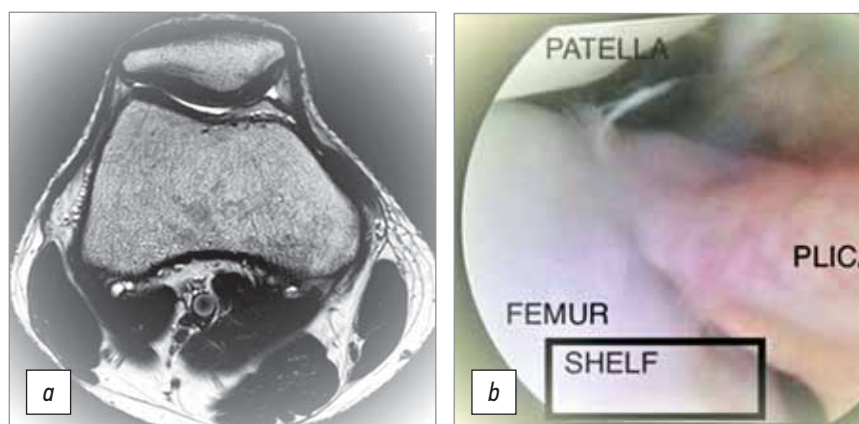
На магнитно-резонансной томограмме (а) (аксиальные срезы T2ВИ) обнаружена толстая, фибрированная медиопателлярная синовиальная складка типа D, частично покрывающая медиальный мыщелок бедренной кости с развитием Shelf-синдрома, и повреждение хряща медиальной фасетки надколенника, на артроскопии (b) обнаружено полное соответствие с данными магнитно-резонансной томографии
